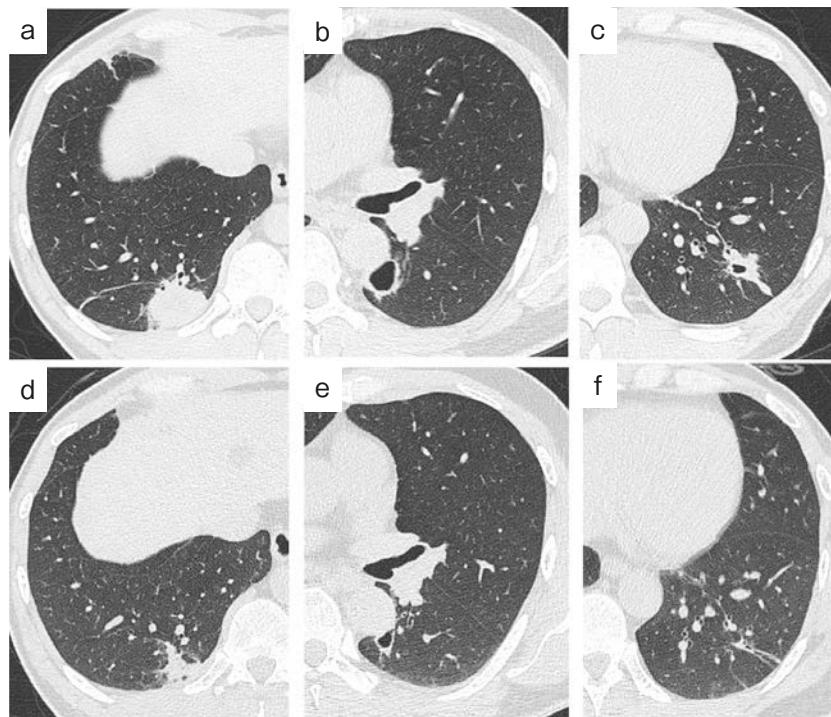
Chest high-resolution computed tomography (HRCT) findings. (a-c) Chest HRCT findings on first arrival to our department revealing tumor-like shadow with subpleural distribution in the right lower lobe (a), nodule with cavitation in left S⁶ (b), and consolidation with cavitation in left S⁹ (c). (d-f) Chest HRCT findings after treatment for 40 days revealing improvement of the tumor-like shadow with subpleural distribution in the right lower lobe (d), nodule with cavitation in left S⁶ (e), and consolidation with cavitation in left S⁹ (f).
